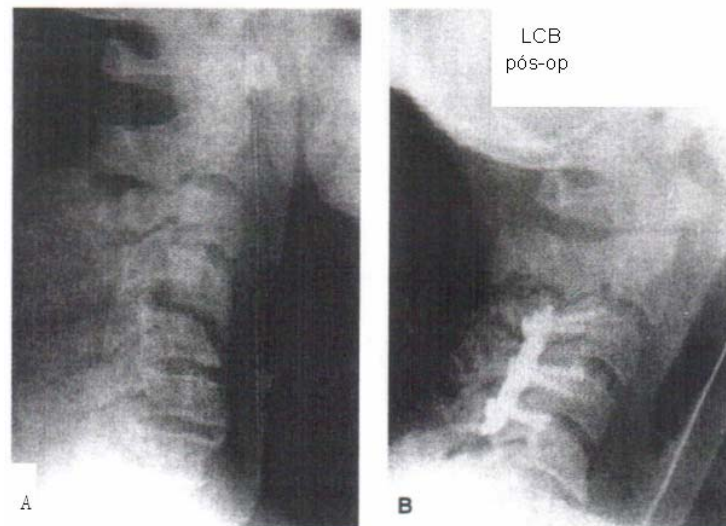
(A) Radiografias em perfil da coluna cervical de um paciente com diagnóstico de luxação em CIV a CV. (B) Técnica de fixação posterior com placas e parafusos após a redução.
